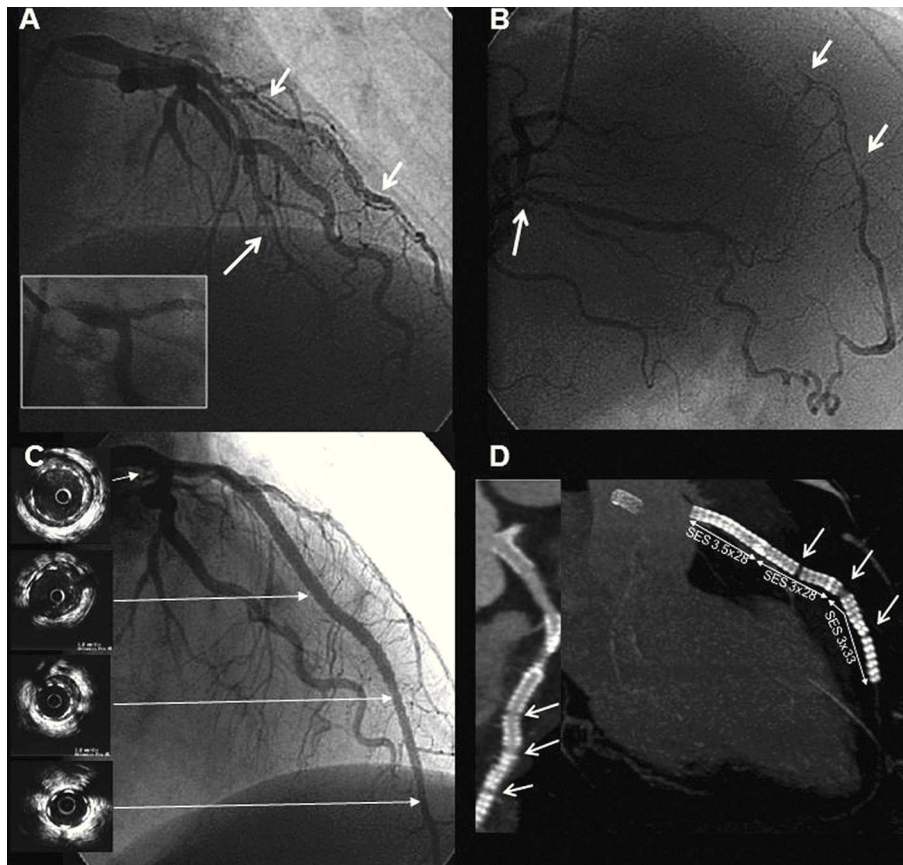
A: angiografía del sistema izquierdo que muestra las disecciones en la arteria descendente anterior media y diagonal; en el recuadro, la lesión de tronco a mayor aumento. B: la coronariografía derecha muestra disección en el segmento distal y la circulación colateral a la arteria descendente anterior (las flechas muestran las disecciones). C: la coronariografía izquierda muestra el resultado final y en los recuadros las imágenes de IVUS muestran la correcta aposición y la expansión de los stents. D: la tomografía computarizada de 64 cortes ilustra las tres fracturas, una en el medial y dos en el distal. SES: *stent* liberador de sirolimus.
